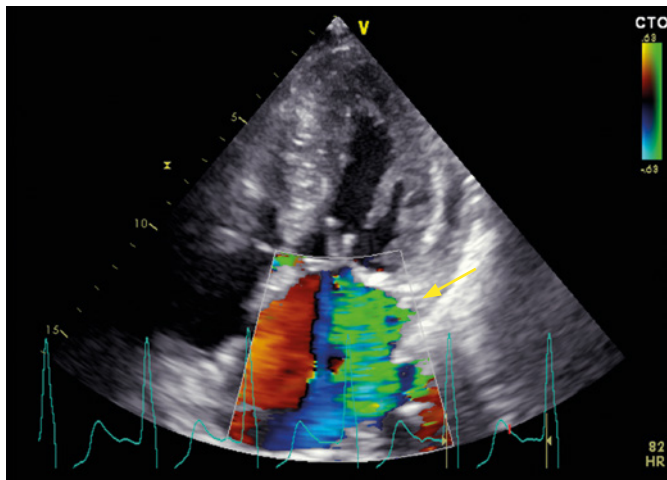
Echokardiografický nálezu u nemocného s hypertrofickou obstrukční kardiomyopatií. Barevné dopplerovské mapování zobrazující mitrální regurgitaci vznikající v důsledku dopředného pohybu předního cípu mitrální chlopně (SAM – systolic anterior motion). Regurgitační jet je typicky orientován posterolaterálně
